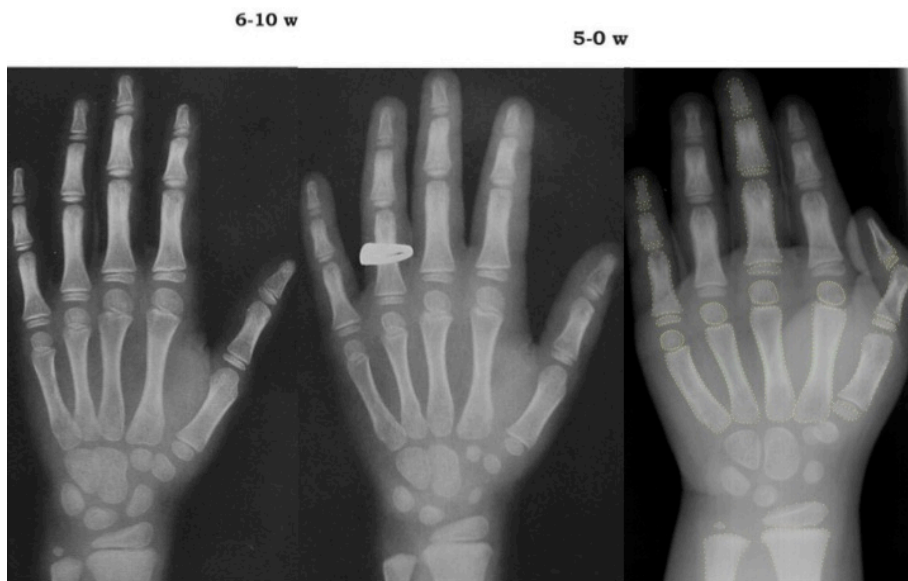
Die Carpalen sind eingeblendet. Das ursprüngliche Röntgenbild ist durch die optimierte gepixelte DICOM Aufnahme ersetzt. (f030020 – 2)
